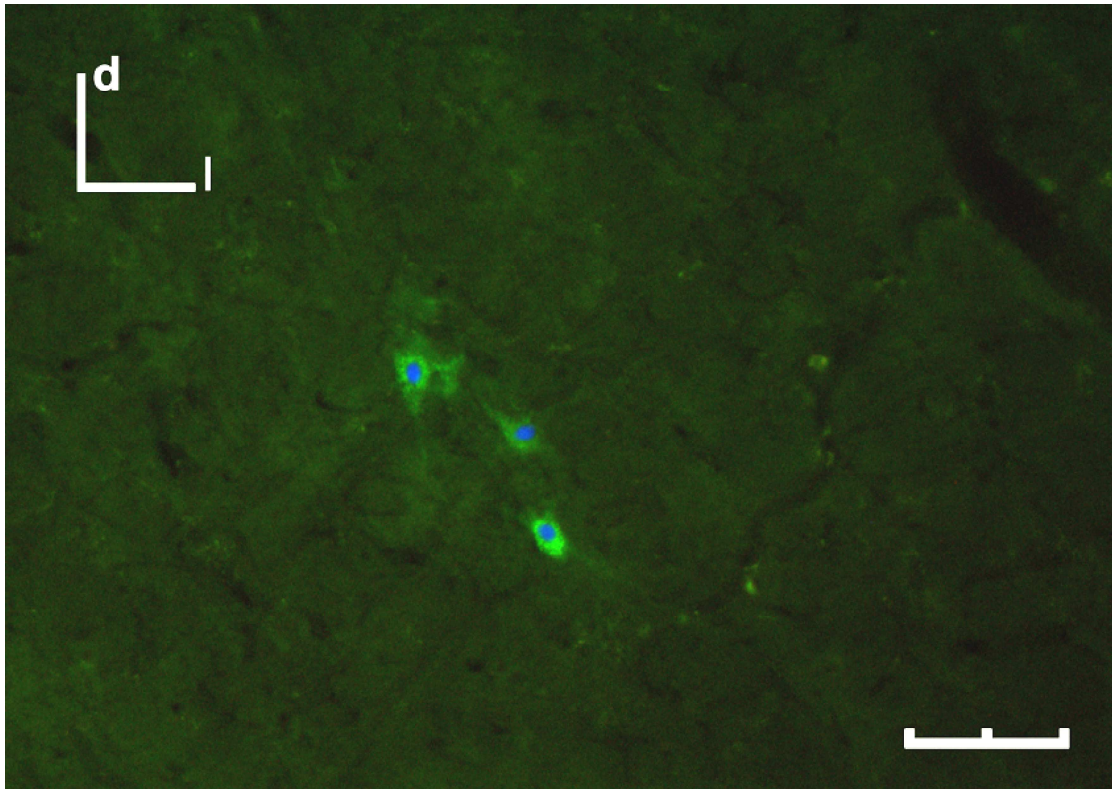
Imagen de un grupo de neuronas trazadas tras la inyección del músculo cricoaritenideo posterior con CT β conjugada a Alexa Fluor 488. Los núcleos están teñidos con DAPI. Calibración: 100 μ m.
